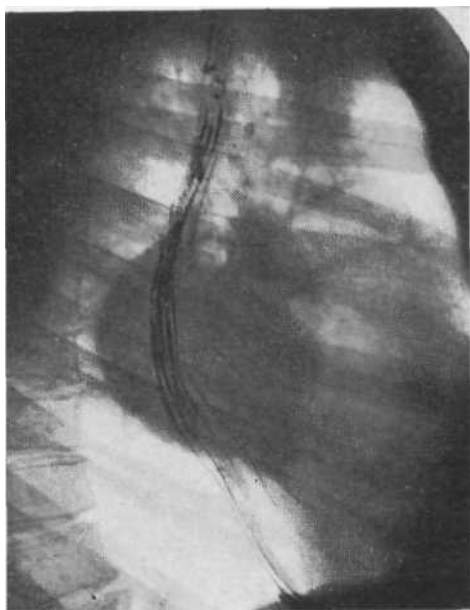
Рентгенограмма пищевода. Отклонение пищевода под давлением бронхогенной кисты средостения.
